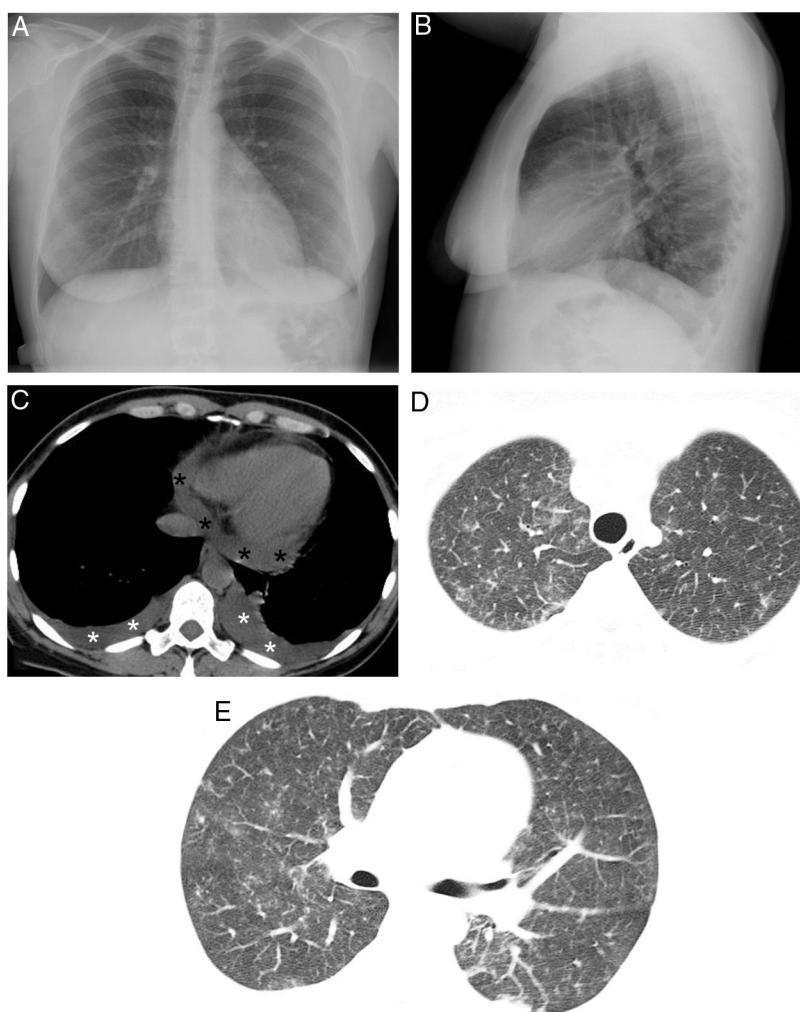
A y B) Proyecciones posteroanterior y lateral en la que no se visualizan consolidaciones parenquimatosas. Se observa un probable derrame pleural subpulmonar izquierdo de escasa cuantía al apreciar un aumento de la distancia entre la cámara gástrica y la base pulmonar izquierda. C) Imagen axial de la TC de tórax (ventana de mediastino) en la que se identifica un derrame pleural bilateral (asteriscos blancos) y un derrame pericárdico (asteriscos negros) de nueva aparición. D y E) Imágenes axiales de la TC de tórax (ventana de parénquima pulmonar) en las que se observan opacidades bilaterales de atenuación en vidrio deslustrado de nueva aparición.
